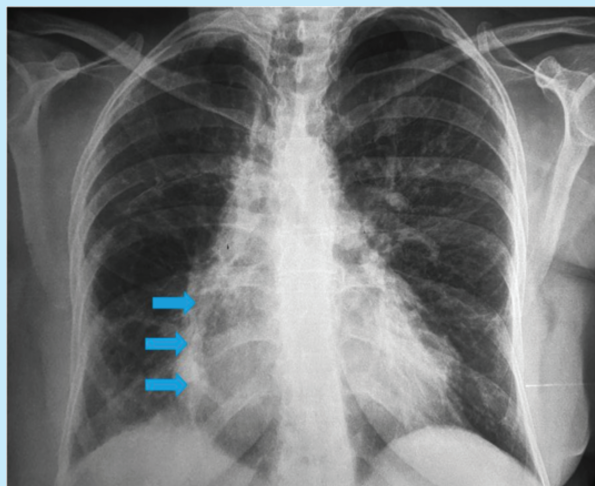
Radiographie thoracique montrant une opacité arciforme paracardiaque droite (→)
